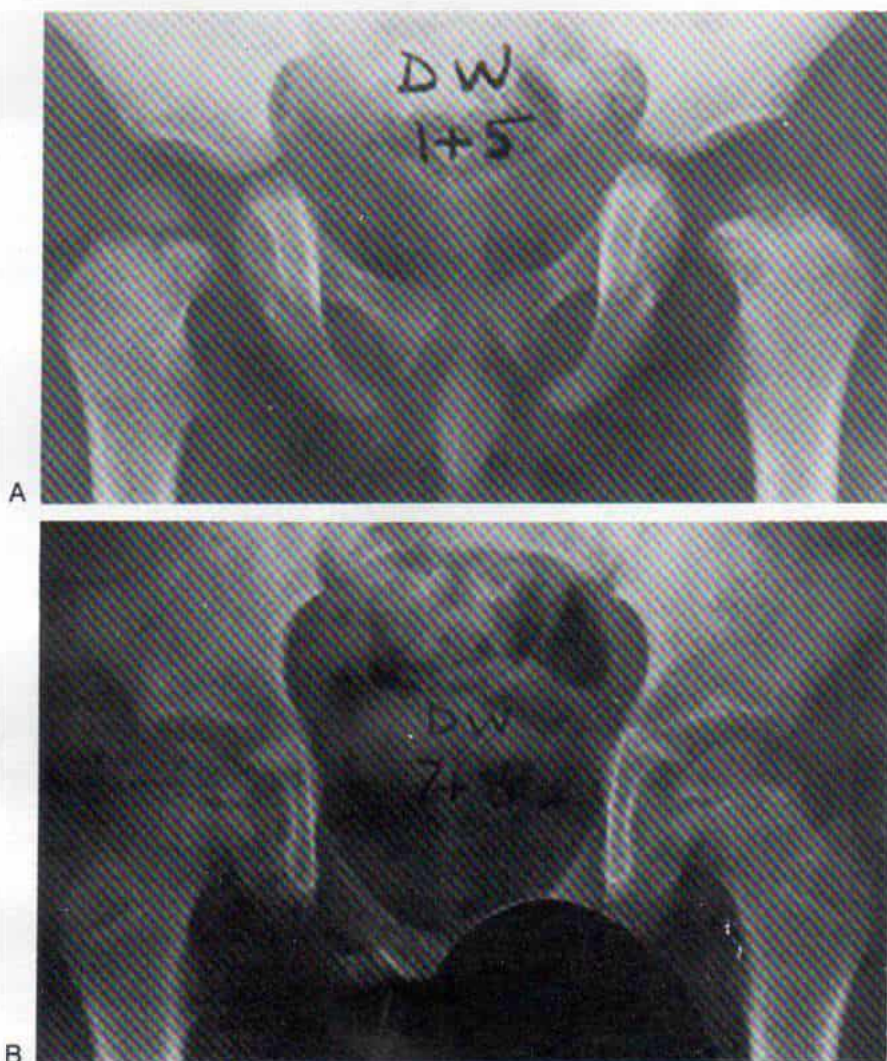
Radiografía de la necrosis isquémica tipo I en la porción proximal del fémur izquierdo.
